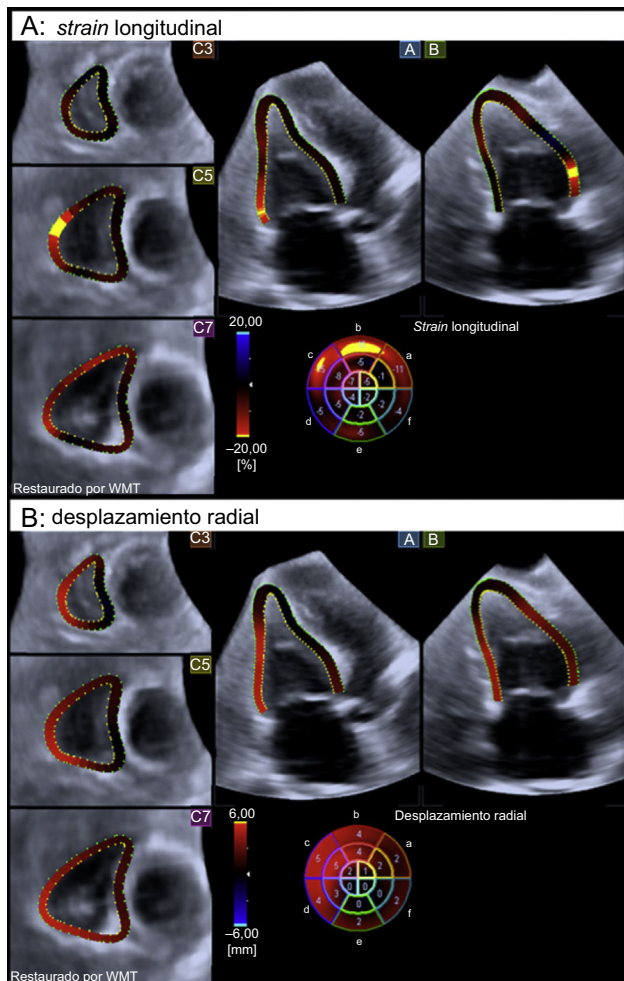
Ecocardiografía *speckle tracking* tridimensional con código de colores que muestra el *strain* longitudinal global (A) y el desplazamiento radial (B) telesistólicos del ventrículo derecho en un paciente con afectación cardiaca. Obsérvese la alteración significativa de la mecánica del miocardio del ventrículo derecho, según el código de colores. WMT: *Wall Motion Tracking*. Esta figura se muestra a todo color solo en la versión electrónica del artículo.
